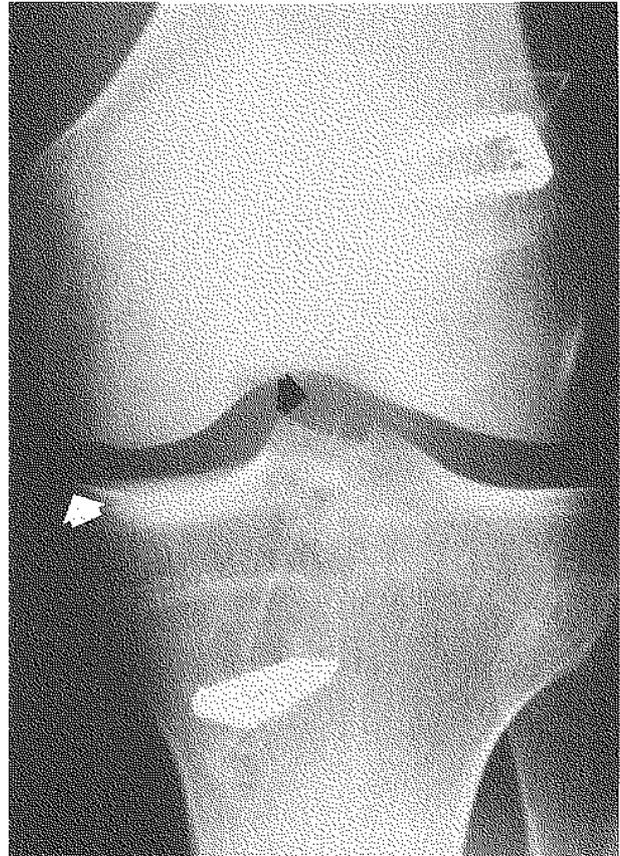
Radiographie du genou montrant la rupture du ligament Stryker au niveau de l'échancrure et des fragments libres intra-articulaires.
